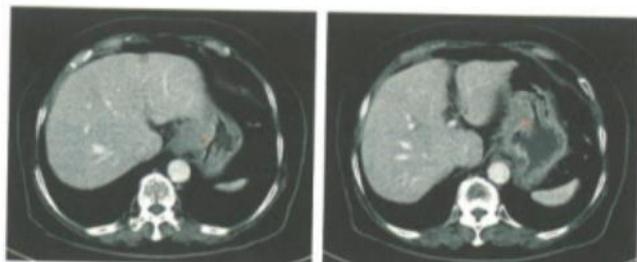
2014年5月22日CT显示胃体高位右侧壁局限性胃壁增厚（箭头所指处），提示胃癌
